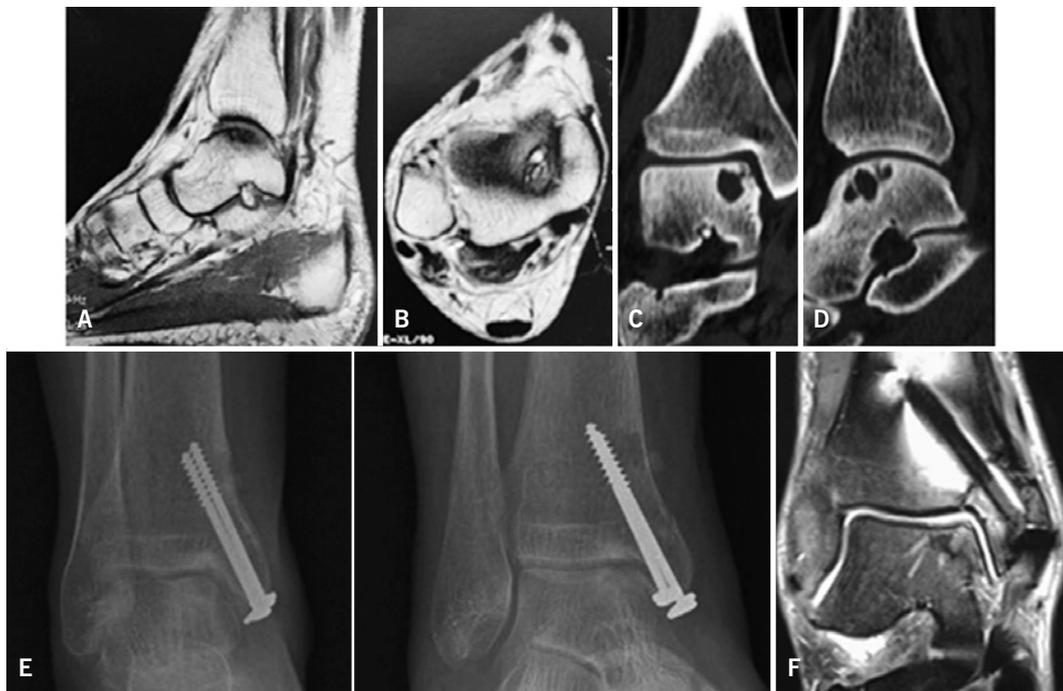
A) Corte sagital de resonancia magnética evidenciando lesión osteocondral medial del talo asociada a quiste; B) corte sagital de resonancia magnética evidenciando lesión osteocondral del talo medial asociada a quiste; C) Corte coronal de tomografía de la misma lesión osteocondral de las imágenes previas; D) Corte sagital en tomografía de la lesión osteocondral de las imágenes previas; E) Radiografía proyección anteroposterior y mortaja que demuestran consolidación de osteotomía medial e integración de injerto en el paciente de las imágenes previas; F) Corte coronal de resonancia magnética que demuestra integración del injerto en el mismo paciente
